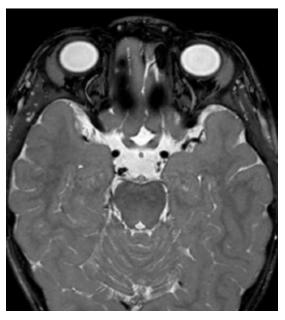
RM secuencia CISS. supraducción e infraducción . Disminución de calibre del tercer par craneal derecho
